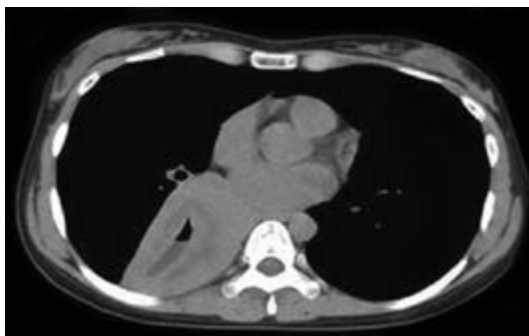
Imagem de tomografia computadorizada do tórax de paciente com síndrome de Alport, mostrando esôfago dilatado e alargado, que estava em contato com o coração, aorta e grandes vasos. Hanazaki M, Takata K, Goto K et al. Anesthetic management of a patient with Alport leiomyomatosis syndrome. *J Anesth.* 2009;23:453-5.
